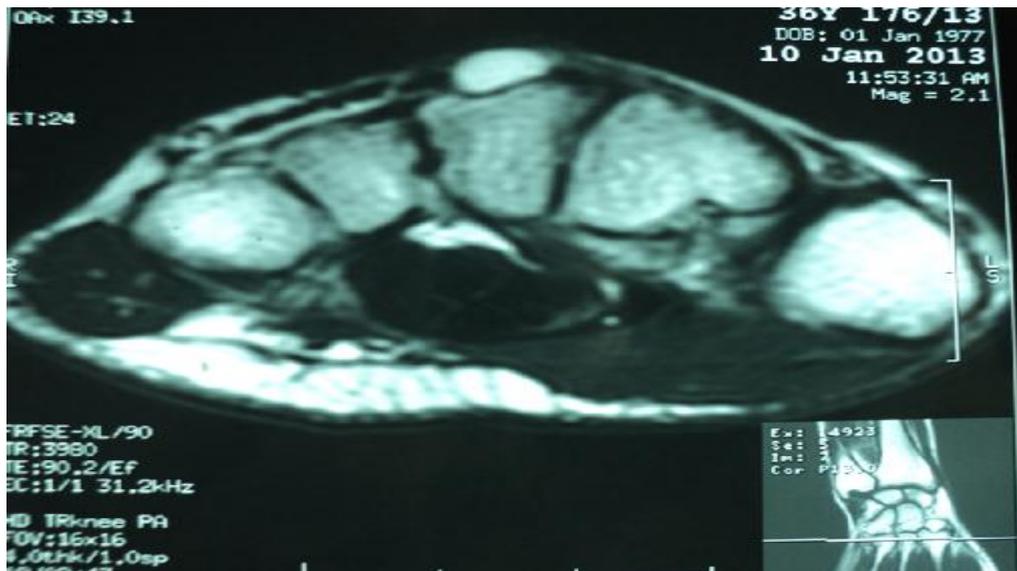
Aspect du kyste synovial à l'IRM
